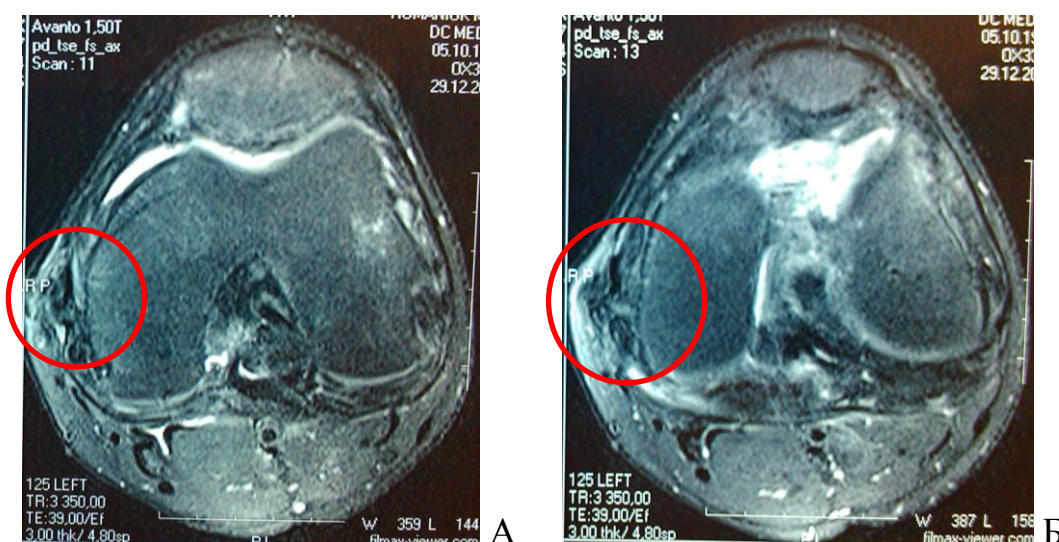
МРТ. Пацієнт Р. з рецидивом ДПВНС КС. Вигляд «симптома Костоґриза» на МРТ-зображеннях.
